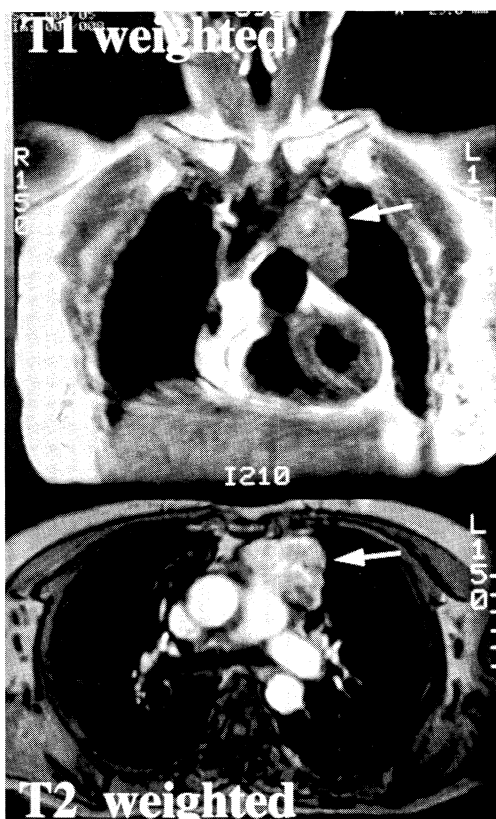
Chest MRI showing thymic tumor.
